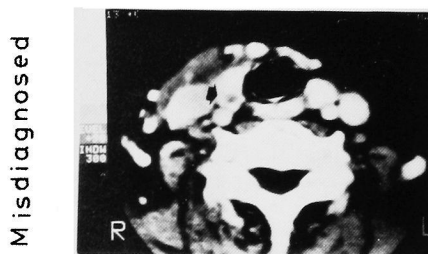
A. Correctly diagnosed in CT as shown by arrows
